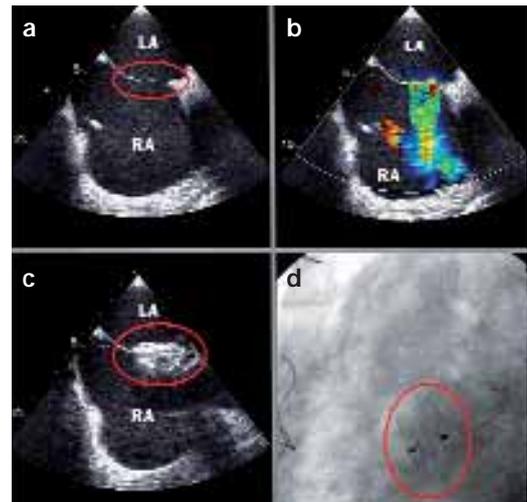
(a–d): Echokardiographische Darstellung zweier Restdefekte des Vorhofseptums nach chirurgischem Patchverschluss (a+b) sowie nach interventioneller Therapie mit Abdecken beider Defekte durch einen Amplatzer-14 mm-ASD-Okkluder (c+d).
